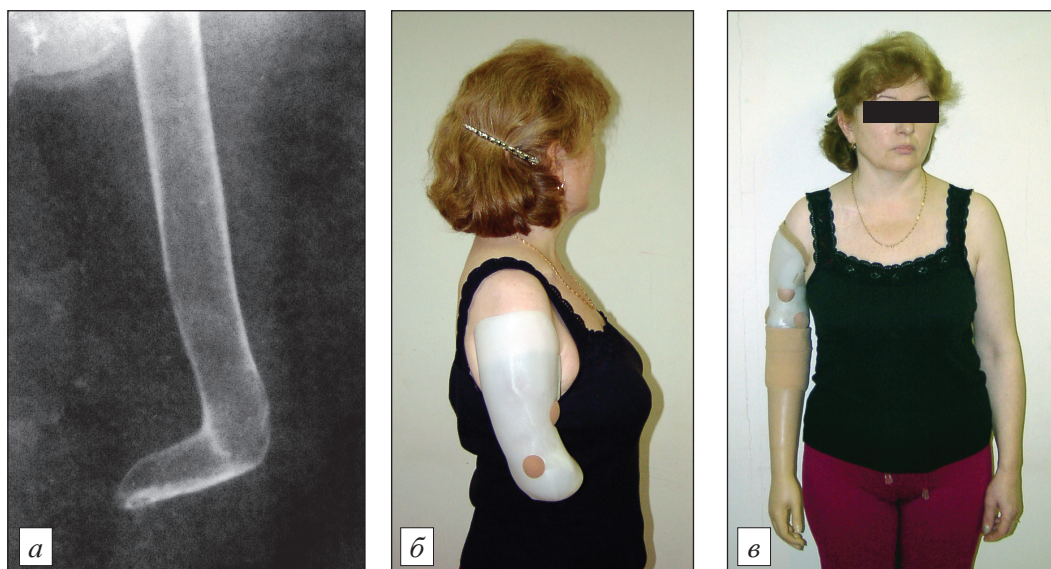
Результаты оперативного лечения и протезирования культи правого плеча у больной Т., 20 лет. а — рентгенограмма культи плеча; б — неспадающая приемная гильза; в — функционально-косметический протез.
